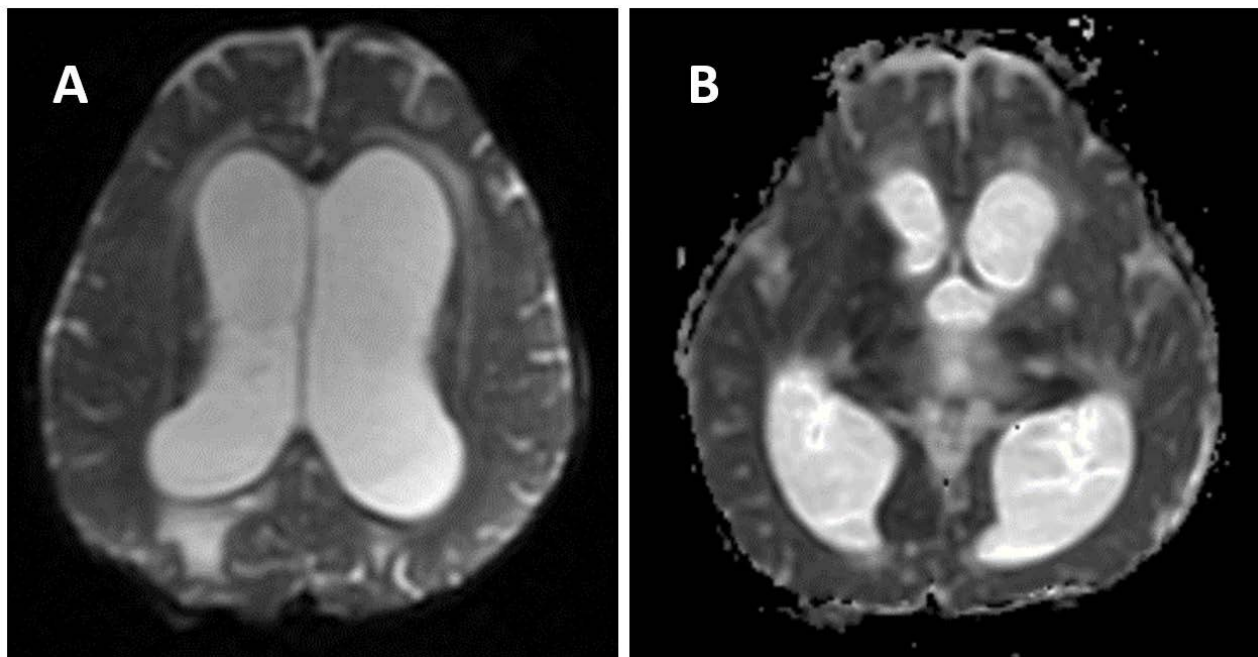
RM de cráneo con infusión intravenosa de gadolinio.
